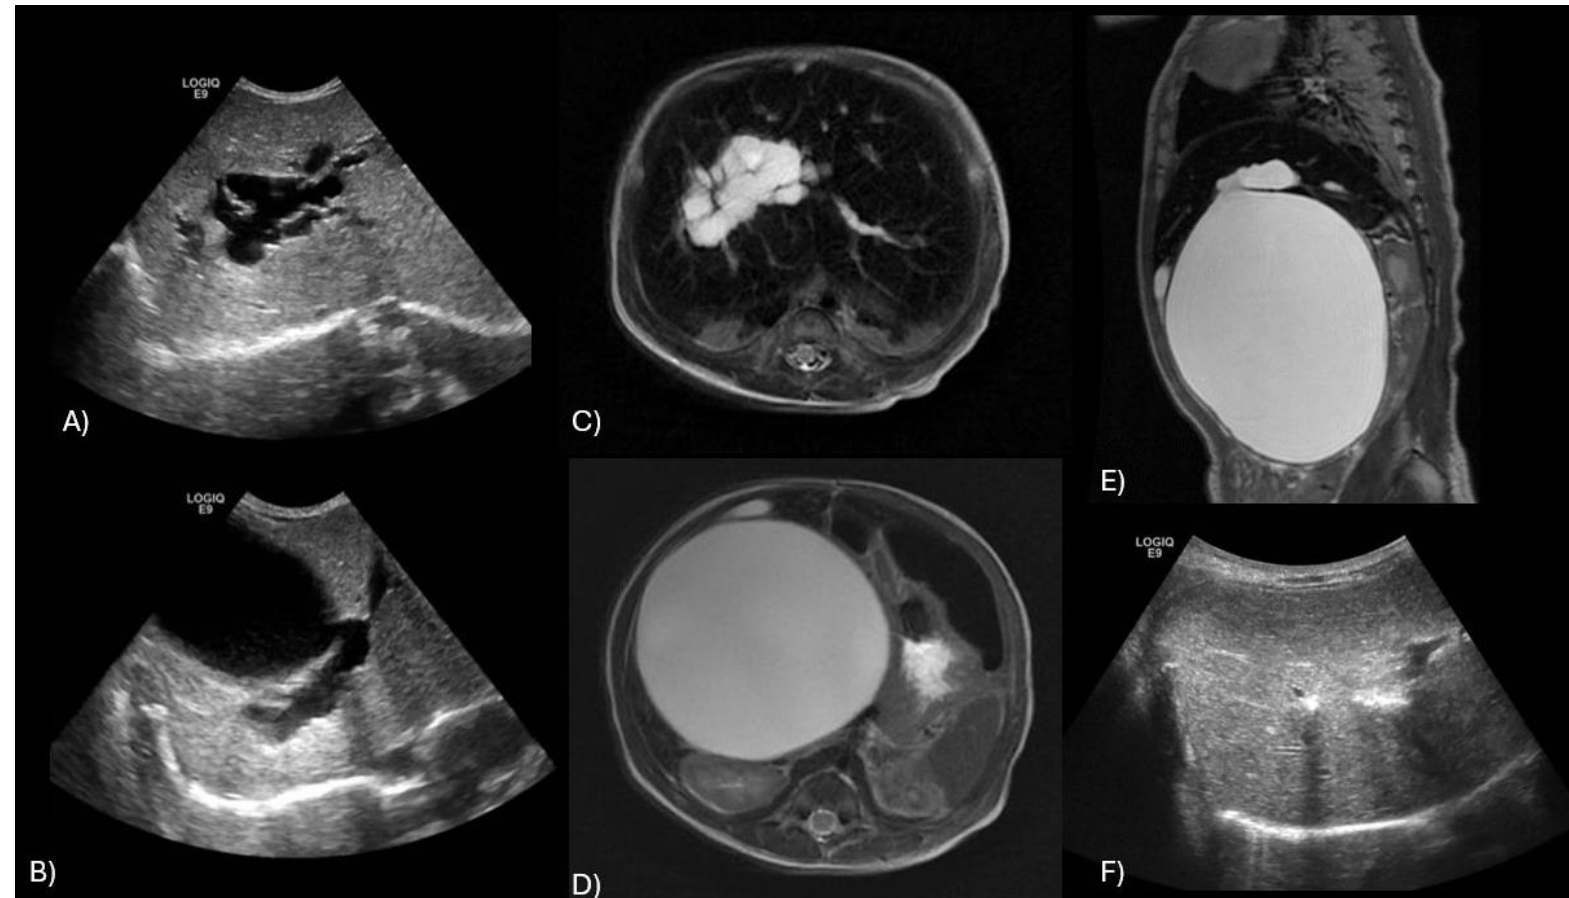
QUISTE DE COLÉDOCO TIPO IVa DE TODANI. Recién nacida con masa quística intraabdominal detectada en ecografía prenatal.
